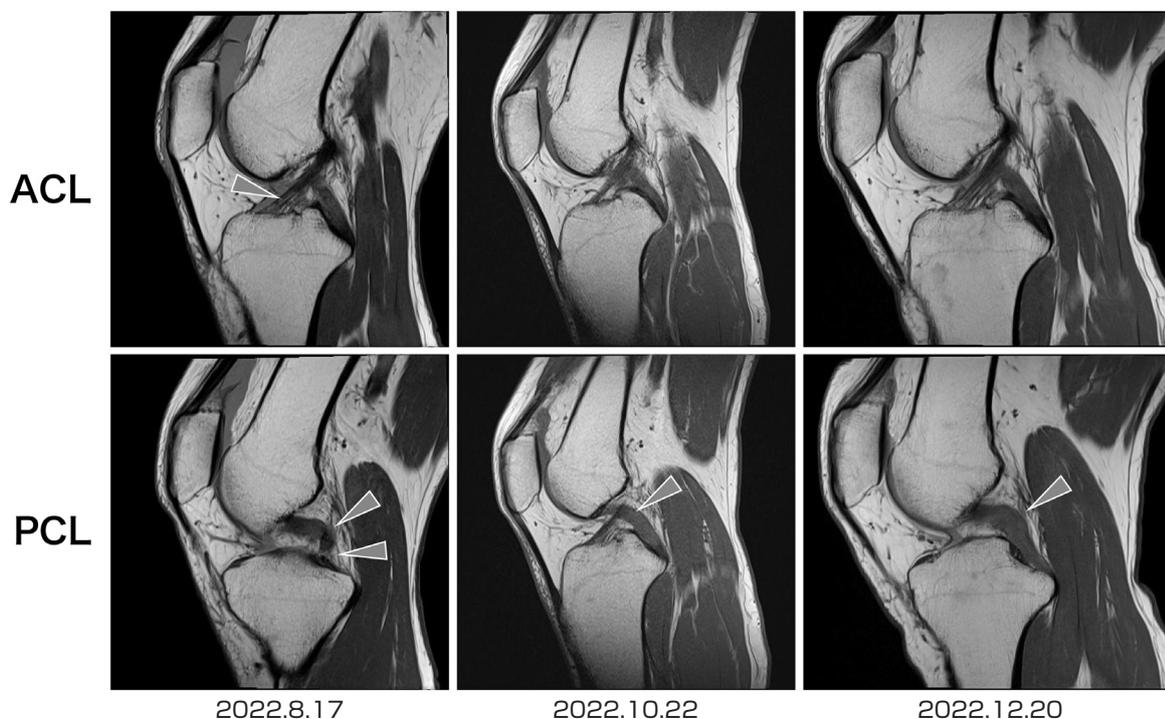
ケース2のACL・PCL損傷から治癒経過MRI像
